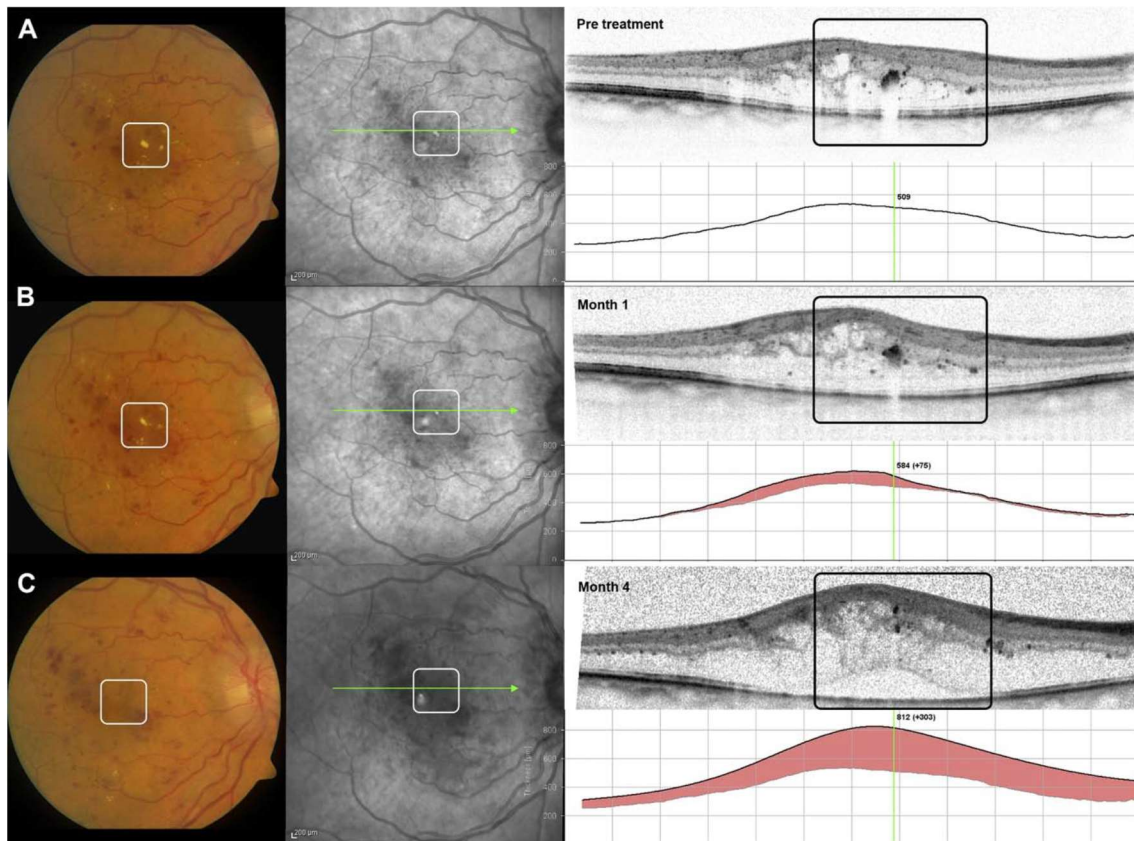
Formação de exsudado duro pós fotocoagulação laser. – (retirado de Deák, G. G. et al. Effect of Retinal Photocoagulation on Intraretinal Lipid Exudates in Diabetic Macular Edema Documented by Optical Coherence Tomography. Ophthalmology 117, 773–779 (2010).)
